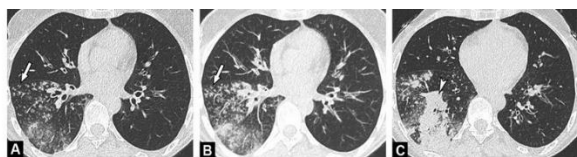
Imagens de TC sem contraste de doente de 55 anos com broncopneumonia bacteriana. Micronodulação centrilobular (A) com um padrão tree-in-bud visualizado em imagens reformatadas em MIP (B) (setas) são observados no lobo inferior direito, juntamente com uma consolidação segmentar (C) (ponta da seta).
